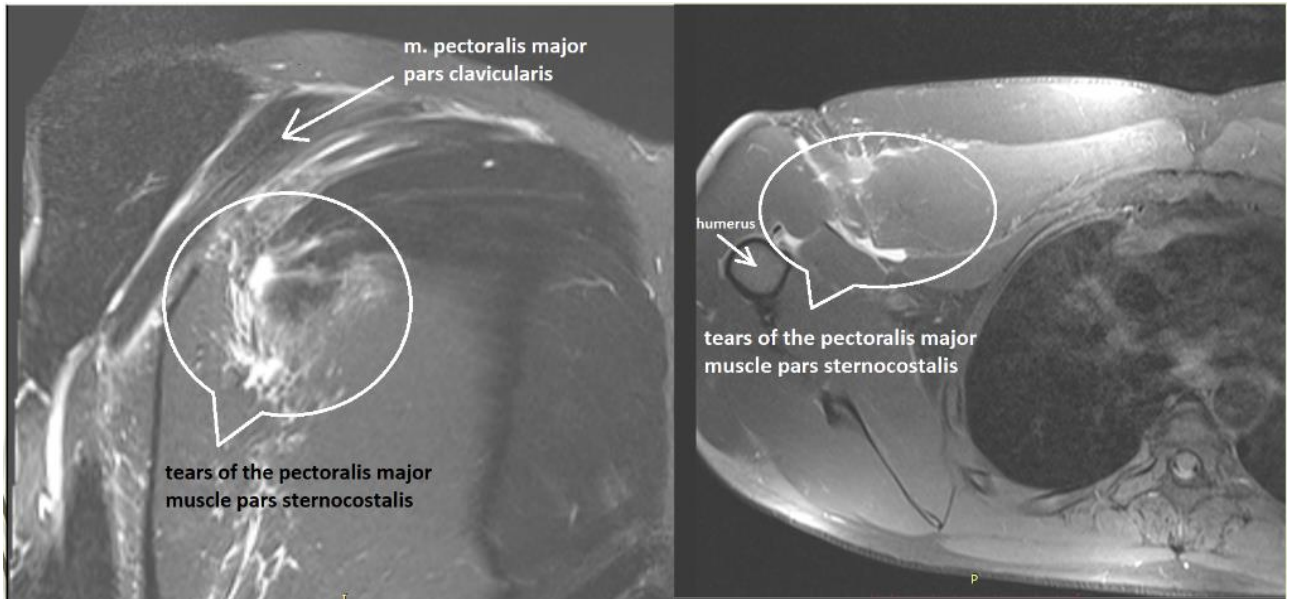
МРТ ушкодженого ВГМ.
